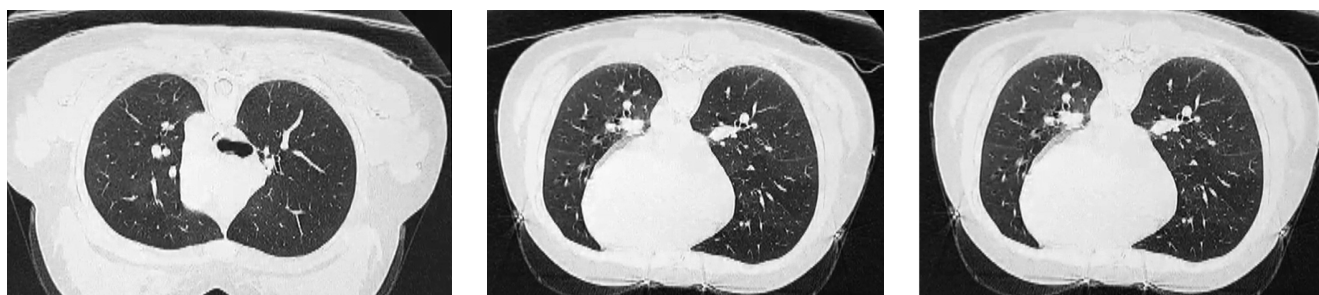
Данные компьютерной томографии на 20-е сутки от начала лечения
